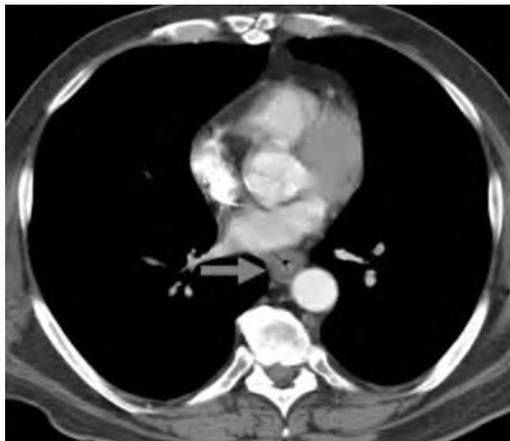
TAC. Cáncer de Esófago Inferior.
